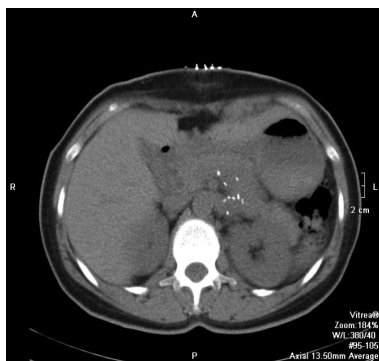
МСКТ брюшной полости. а – Average-реконструкция, аксиальная плоскость, нативная фаза: послеоперационный скрепочный шов вдоль дорзальной поверхности поджелудочной железы; б – Average-реконструкция, сагиттальная плоскость, артериальная фаза: отсутствие патологических изменений на уровне хвоста поджелудочной железы; в – Average-реконструкция, искривленная плоскость, венозная фаза: равномерный диаметр селезеночной вены и функционирующий дистальный спленоренальный анастомоз; г – трехмерная реконструкция (VRT), венозная фаза: функционирующий дистальный спленоренальный анастомоз.
